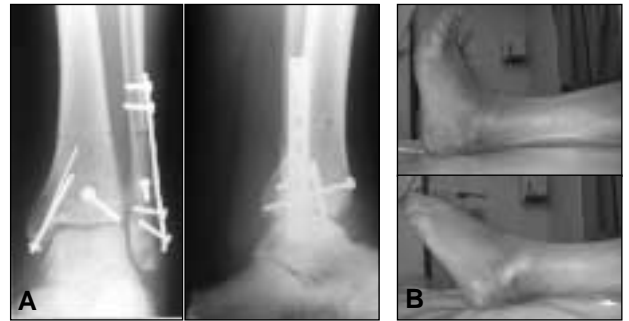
Caso 1. A. Radiografías a las 7 semanas del posoperatorio. B. Clínica a las 7 semanas del posoperatorio.
